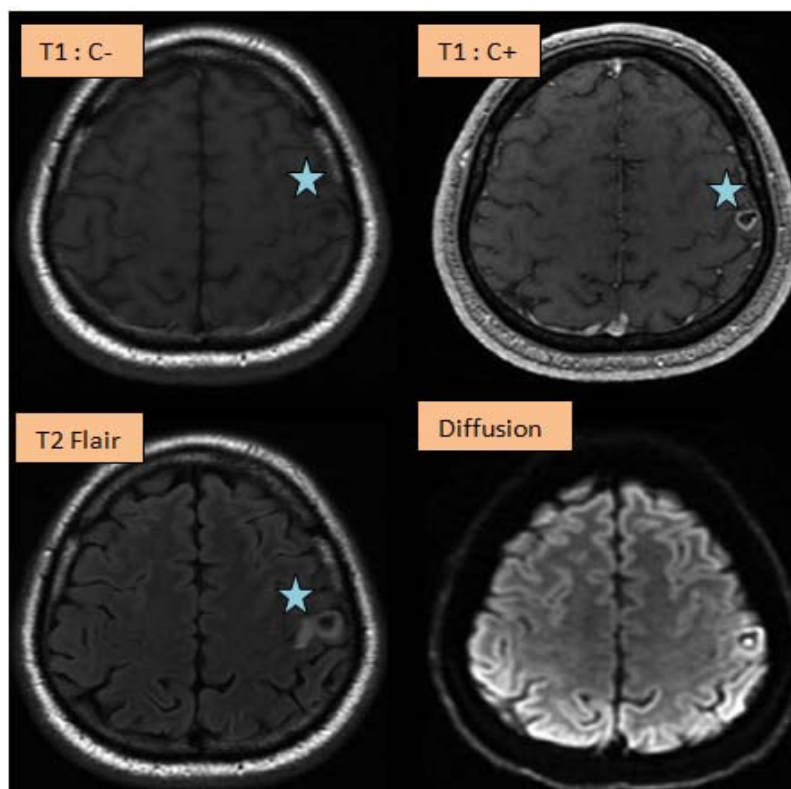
IRM cérébrale objectivant une lésion cortico-sous-corticale pariétale gauche (étoile bleue), en hyposignal T1 à rehaussement annulaire périphérique après injection de produit de contraste, avec un œdème périlésionnel en T2 Flair. L'image en DWI montre une restriction de diffusion annulaire : [neurocysticercose en stade vésiculaire colloïdal](#) (150)
